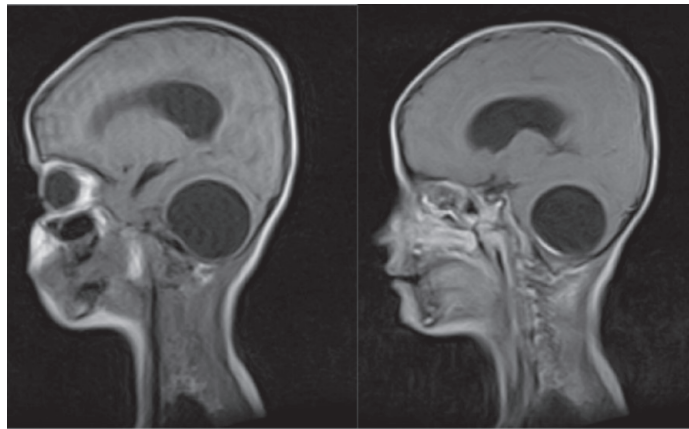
Sagittal T1-weighted MRI before (left) and after (right) contrast administration; Note that enhancement was modest.
